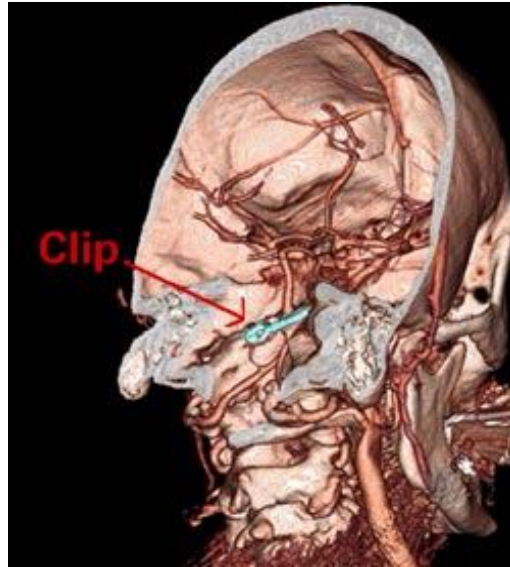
Scanner CT 3D volumétrique du crâne avec un clip représenté en bleu.
